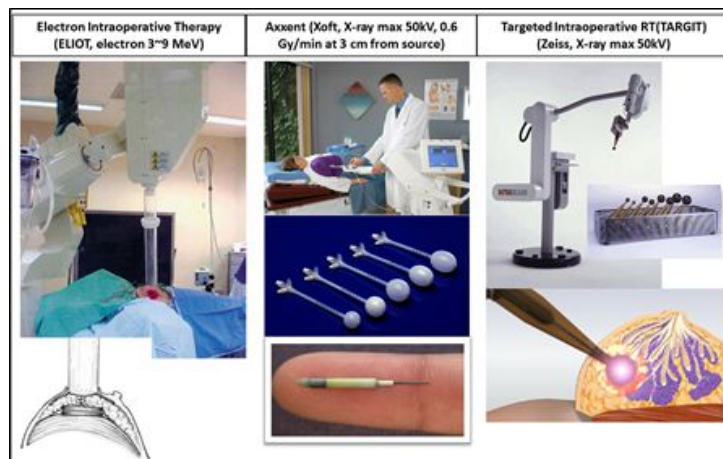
유방암에서의 다양한 근접방사선치료
